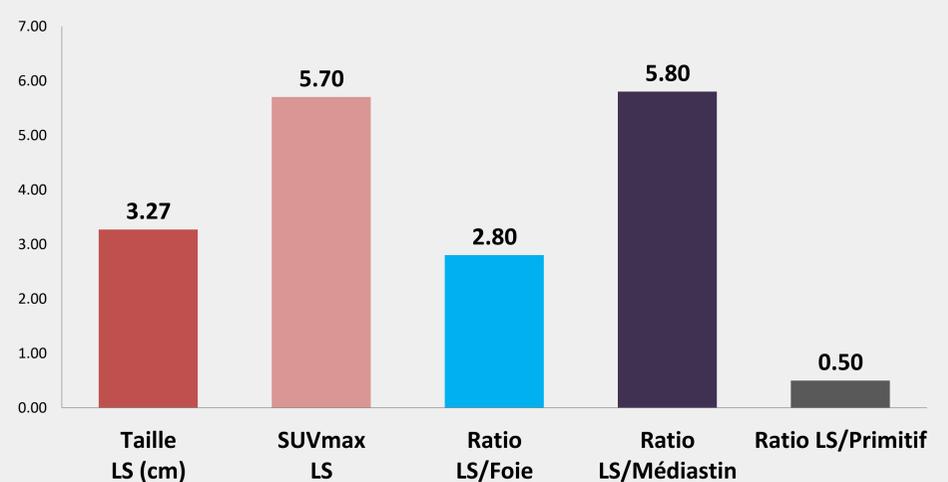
Particularités radiologique et isotopique des lésions surrénaliens (LS) en ¹⁸FDG TEP/TDM
